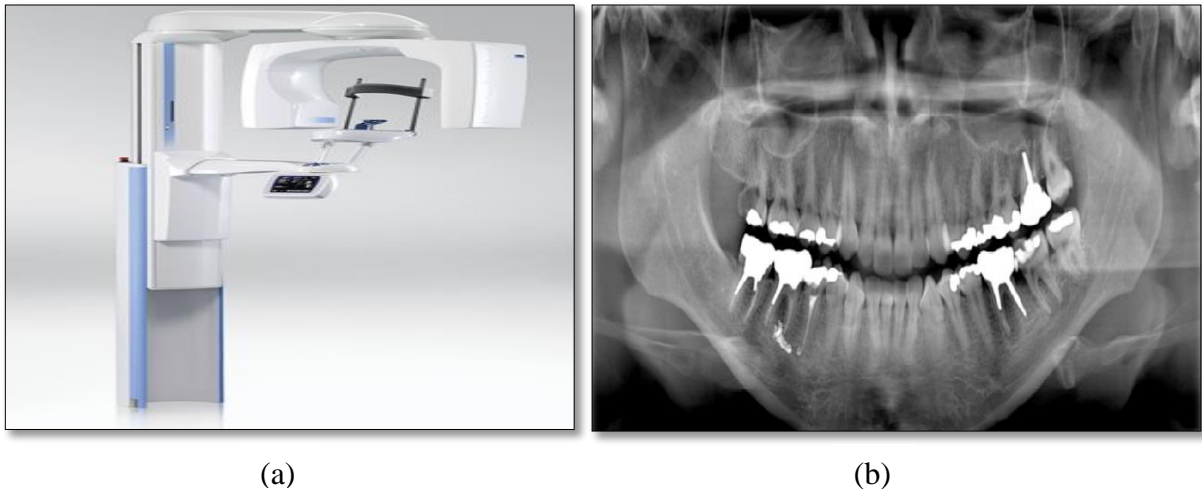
(a) Radio panoramique dentaire, (b) Exemple d'orthopantomogramme [6].
